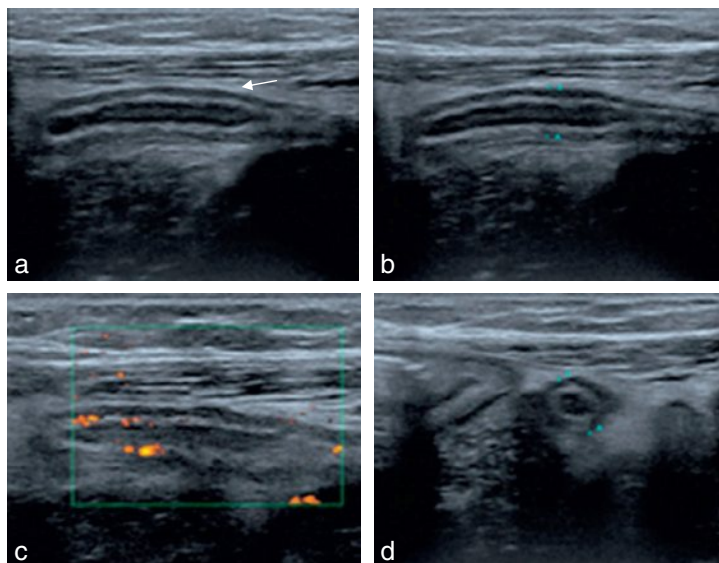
Appendicite : appendice (flèche) non dépressible, douloureux à la palpation avec hypervascularisation de type inflammatoire en Doppler mode énergie.
